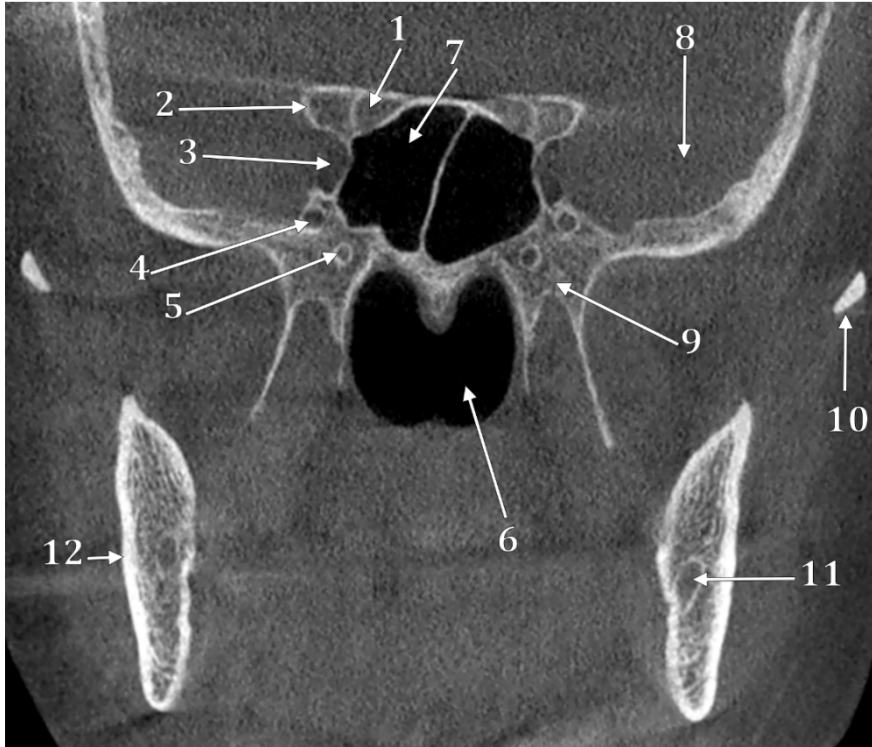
Secțiune CBCT coronală prin sinusurile sfenoidale. Topografia găurii rotunde. 1.canalul optic; 2.proces clinoid anterior; 3.sinusul cavernos; 4.gaura rotundă; 5.canalul vidian; 6.nasofaringe; 7.sinus sfenoidal; 8.fosa craniană medie; 9.baza pterigoidiană non-lamelară; 10.arcada zigomatică; 11.canalul mandibular; 12.ramura mandibulei.
